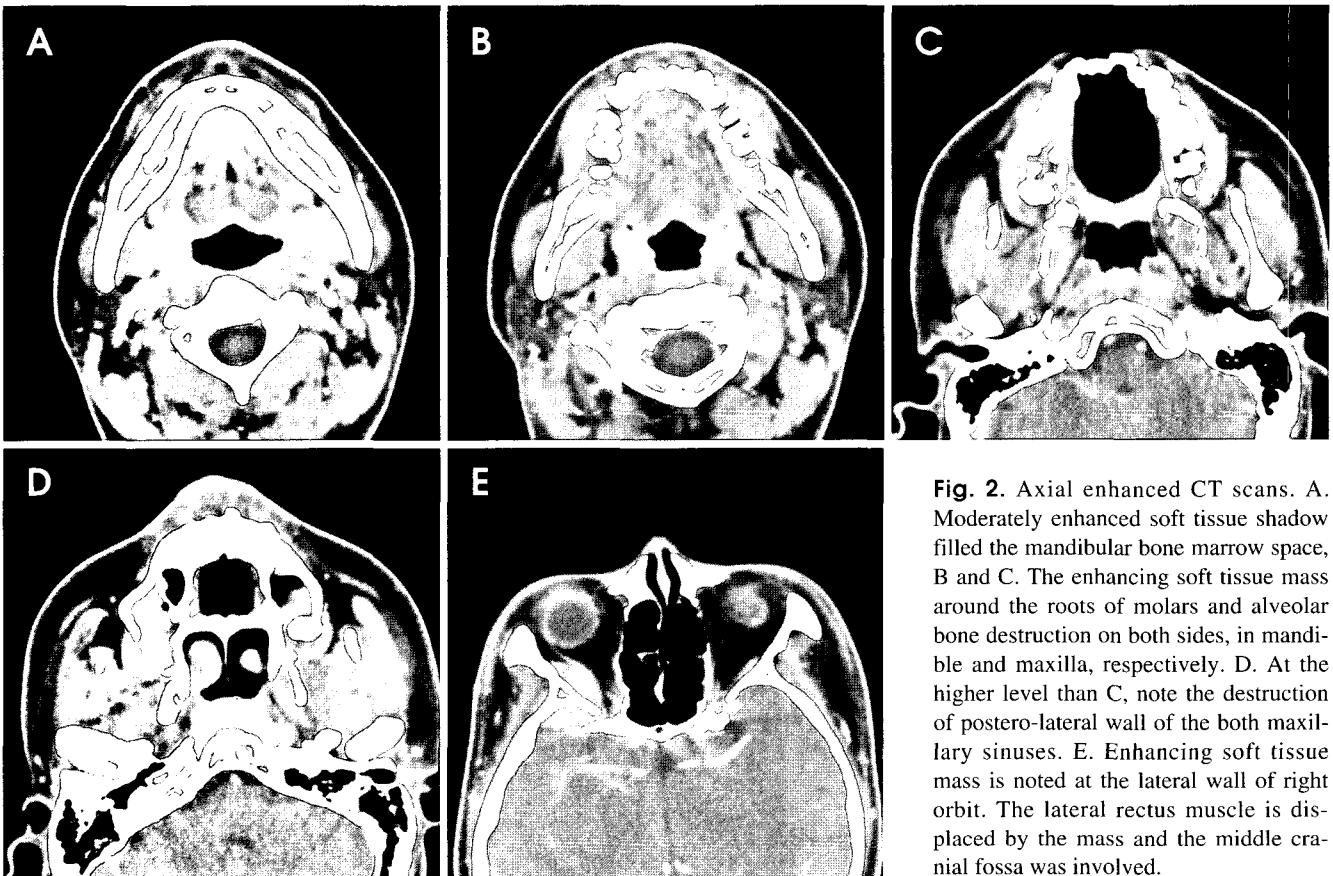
Axial enhanced CT scans. A. Moderately enhanced soft tissue shadow filled the mandibular bone marrow space, B and C. The enhancing soft tissue mass around the roots of molars and alveolar bone destruction on both sides, in mandible and maxilla, respectively. D. At the higher level than C, note the destruction of postero-lateral wall of the both maxillary sinuses. E. Enhancing soft tissue mass is noted at the lateral wall of right orbit. The lateral rectus muscle is displaced by the mass and the middle cranial fossa was involved.
